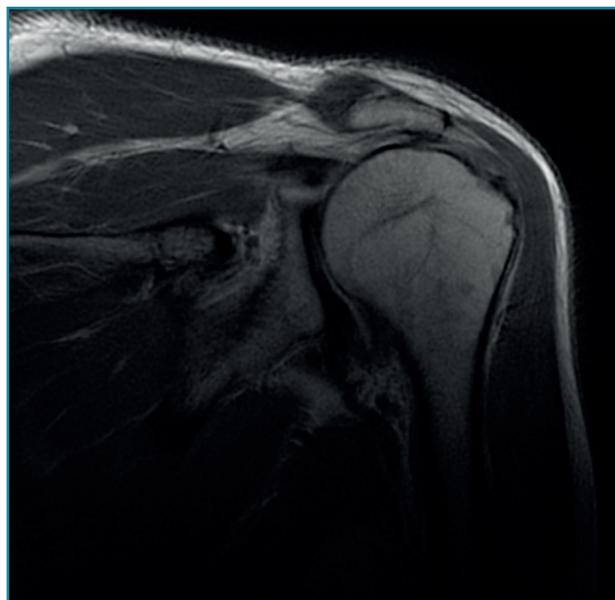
Corte coronal de resonancia magnética.
